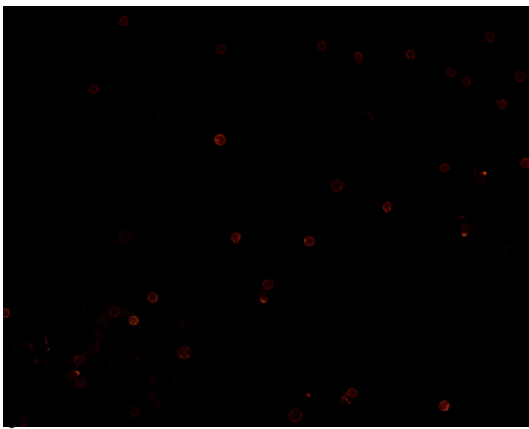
TC- markierte Zellen
